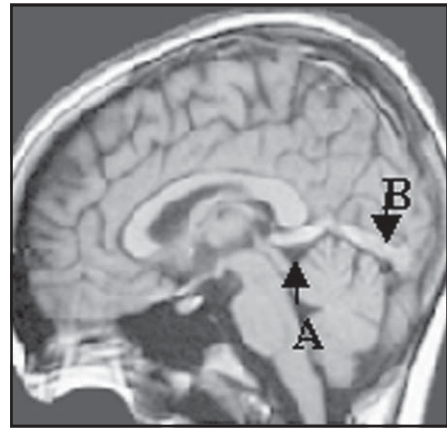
RM. Corte sagital ponderado em T1, evidenciando trombo preenchendo a veia de Galeno (A) e o seio reto (B).
